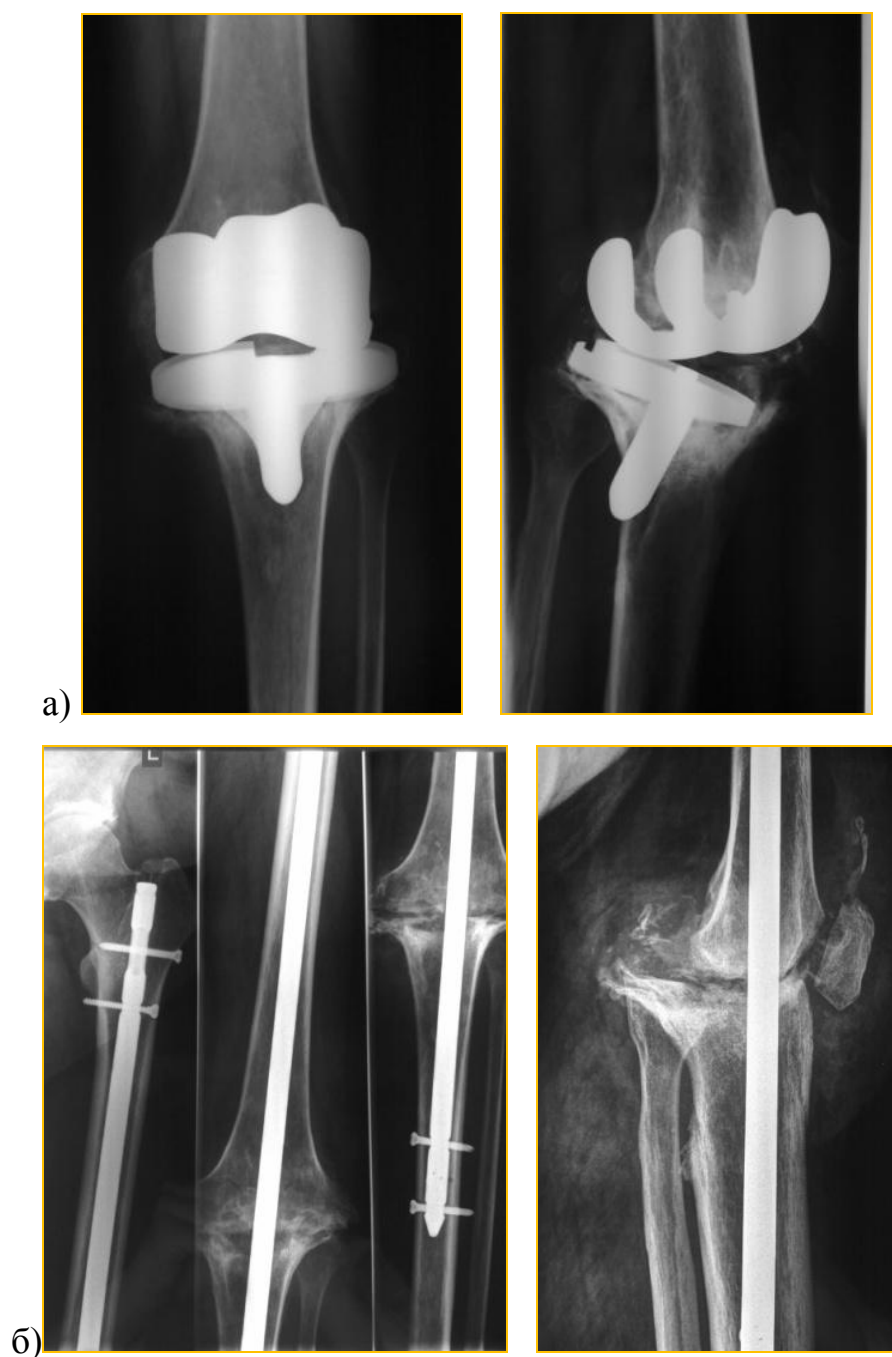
Рентгенограмма левого коленного сустава пациента Б-к, 52 года, и/б 3427. Нестабильность тотального эндопротеза левого коленного сустава после перенесенного гнойного гонита: а) – при поступлении в клинику; б) – после удаления эндопротеза и артродеза с использованием внутрикостного штифта с блокированием.
